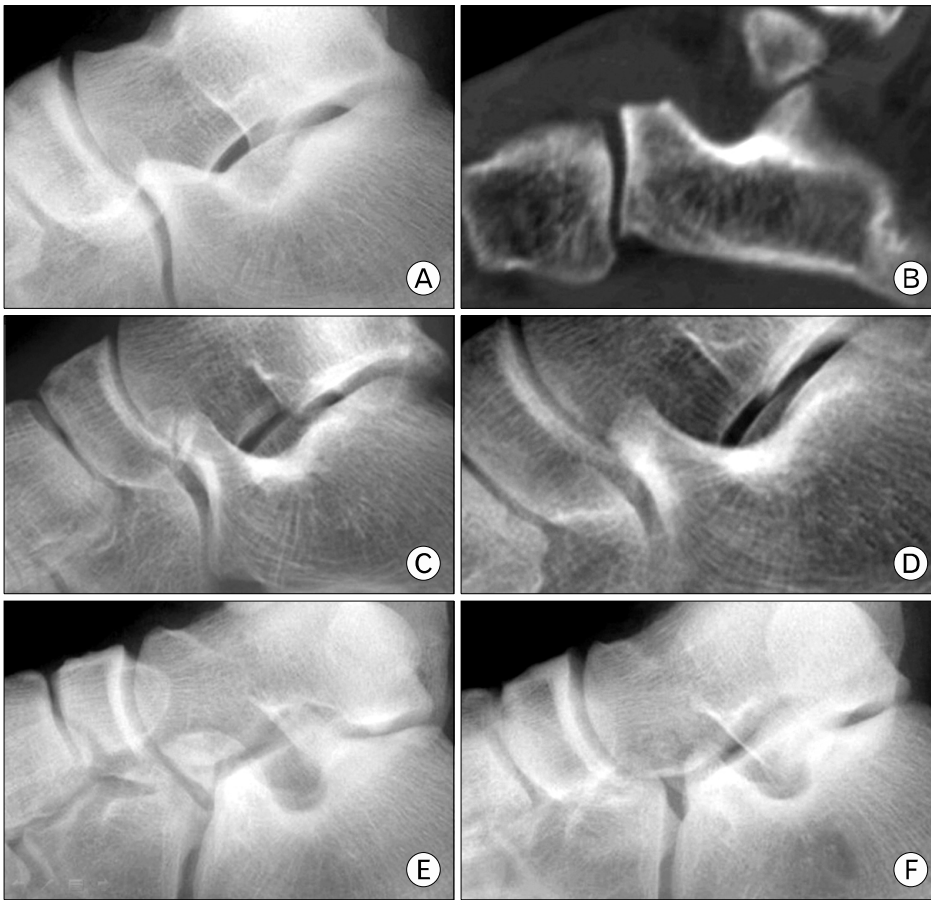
This radiographs show the Degan's classification. (A) and (B) is type I, (C) and (D) is type II, (E) and (F) is type III. Left is preoperative radiographs. Right is postoperative radiographs.
